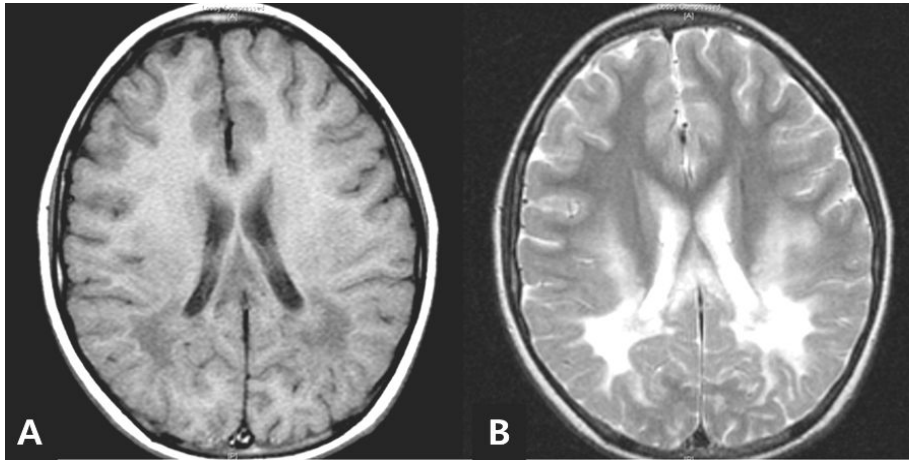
Initial magnetic resonance image (MRI) when the patient was 9 years old. (A) T1-weighted image shows anterior isosignal areas and posterior low signal areas. (B) Symmetrical high signal areas are seen in the white matters of bilateral parieto-occipital lobes by T2-weighted image.
